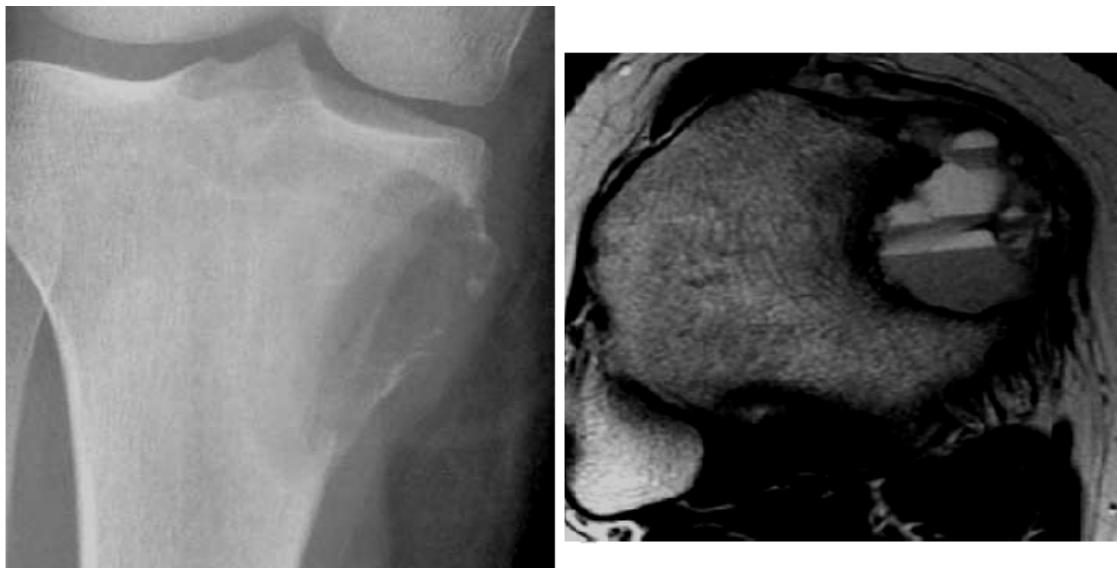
KOA type V selon Capanna présentant sur l'IRM des niveaux liquide-liquides [10]
